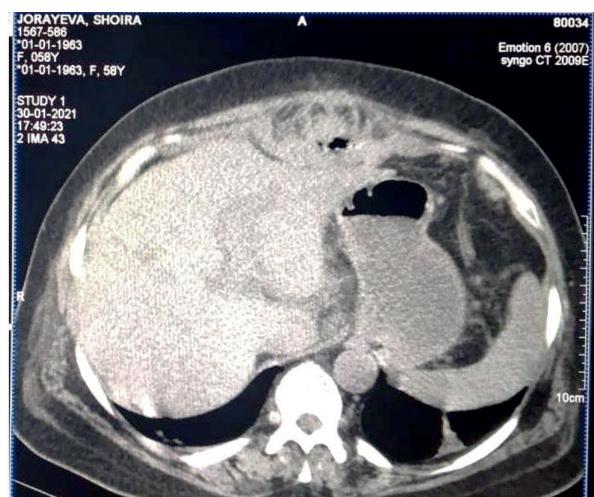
МСКТ пациентки 58 лет. Аксиальная проекция. 6-е сут. после операции. Инфильтрация предбрюшинной клетчатки, гепатодуоденальной зоны в динамике уменьшается
